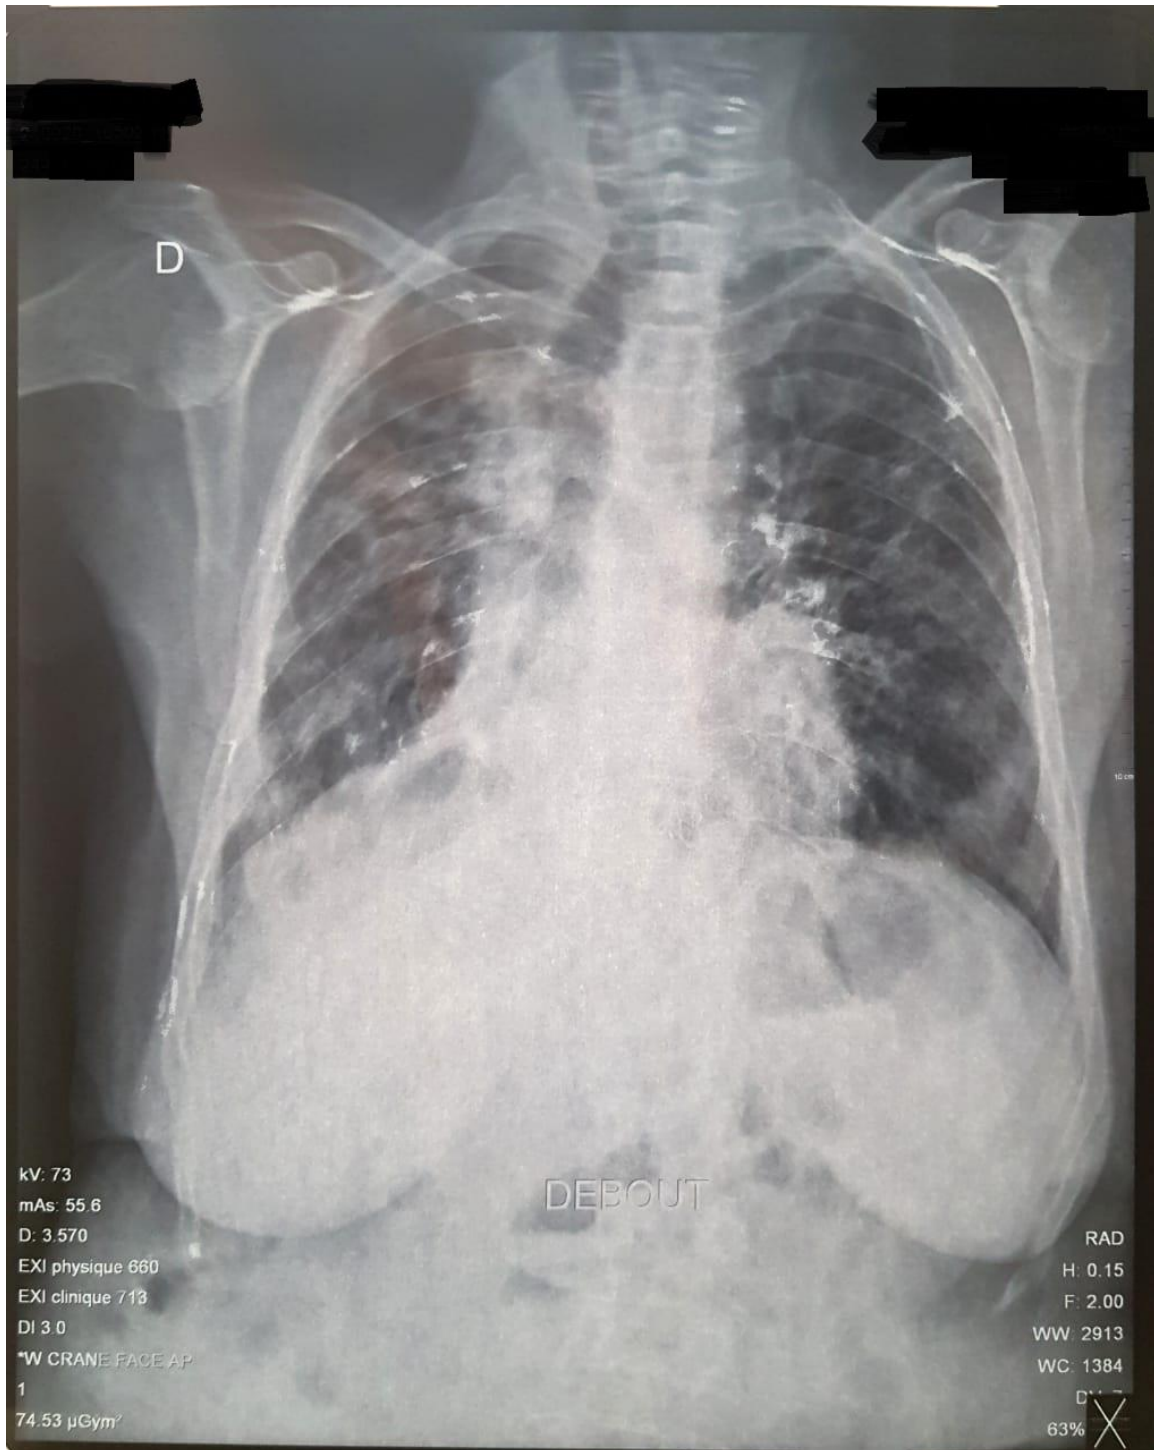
Radiographie du thorax de la patiente 11 montrant des opacités nodulaires éparées avec une cardiomégalie.
